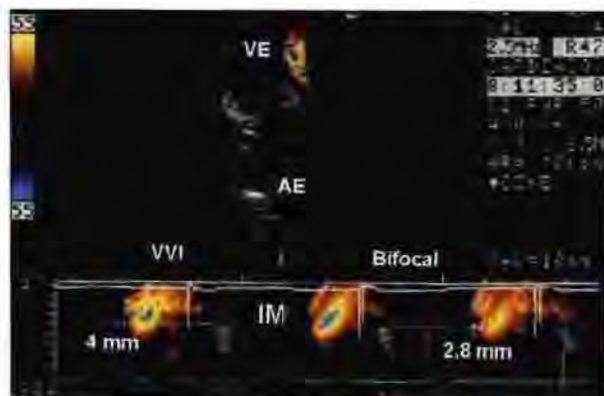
Modo-M colorido obtido a partir da via apical 4 câmaras, demonstrando a redução do tempo de duração do refluxo mitral (IM), e da extensão do mesmo.
